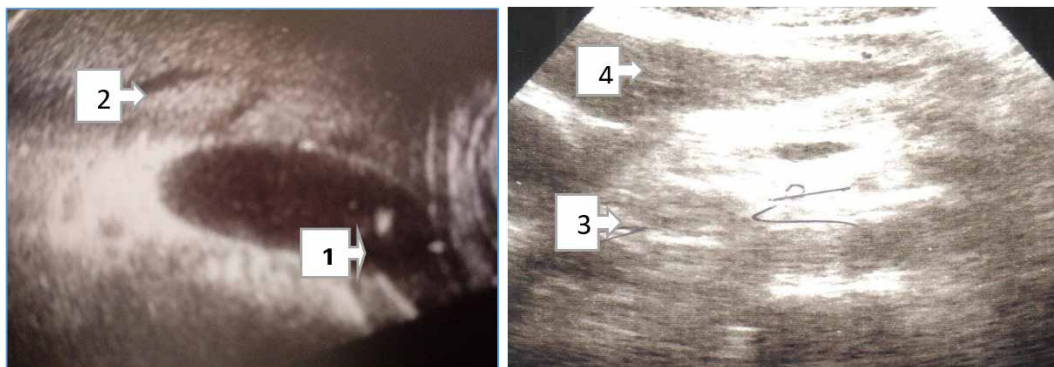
USG în diagnosticul PAB (1 – litiază veziculară; 2 – cale biliară intrahepatică dilatată; 3 – cefalopancreas mărit; 4 – coledoc dilatat)
